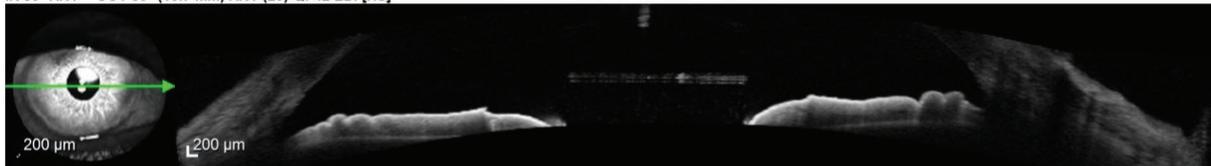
Томограмма УПК после операции ФЭК с имплантацией ИОЛ
